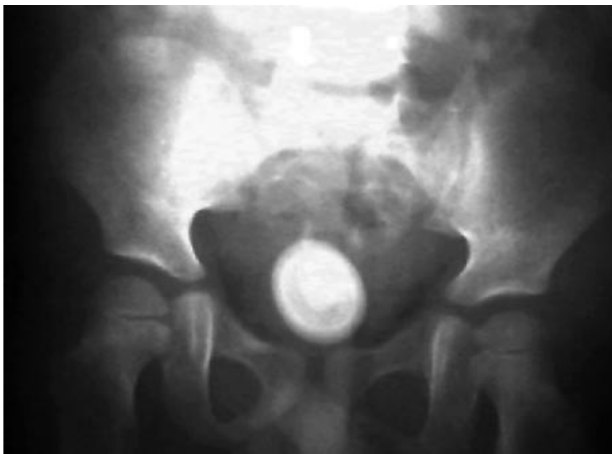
Radiografía simple de abdomen. Se observa la calcificación.
